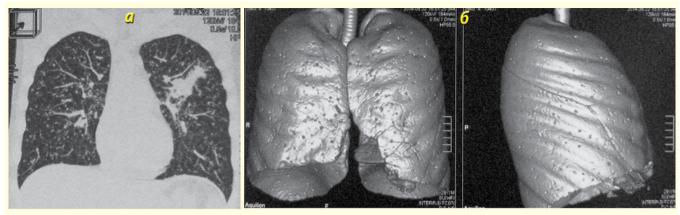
Больной Б., 29 лет. КТ органов грудной клетки при выявлении изменений в легочной ткани (мономорфная мелкоочаговая диссеминация в обоих легких, сливной участок инфильтрации в верхней доле левого легкого): а – реконструкция в корональной проекции, б – трехмерная реконструкция
